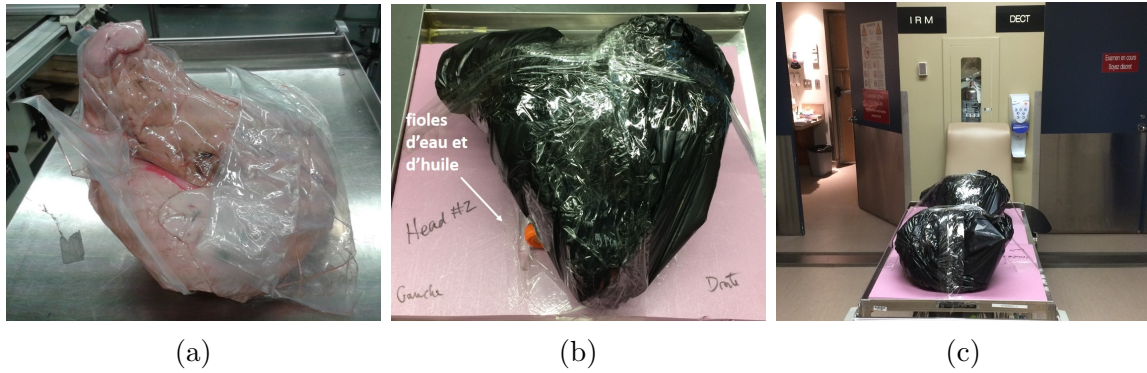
(a) Tête de cochon sous vide. (b) Montage effectué pour les acquisitions CT et IRM avec les fioles d'eau et d'huile placées de chaque côté des têtes. (c) Montages prêts pour les acquisitions.
